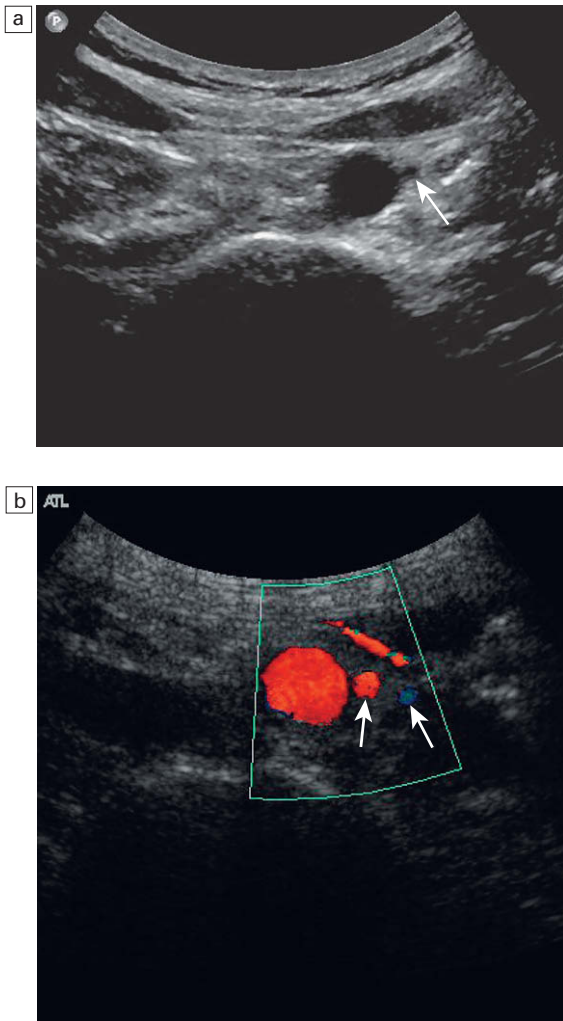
a) Plano transversal que muestra la arteria mesentérica inferior situada adyacente a la aorta (flecha); b) imagen de Doppler color que muestra la vena y la arteria mesentérica inferior (flechas).
